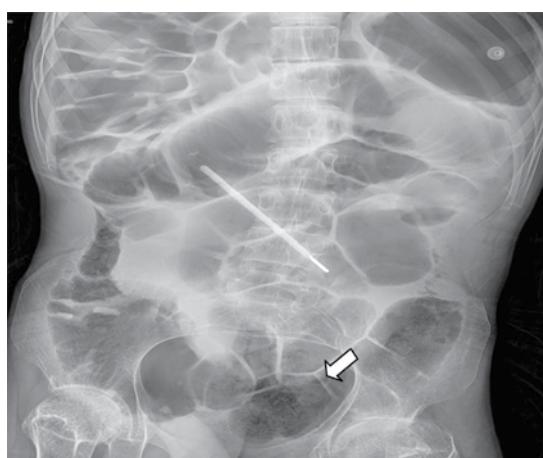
Radiografía simple de abdomen que evidencia cuerpo extraño.
